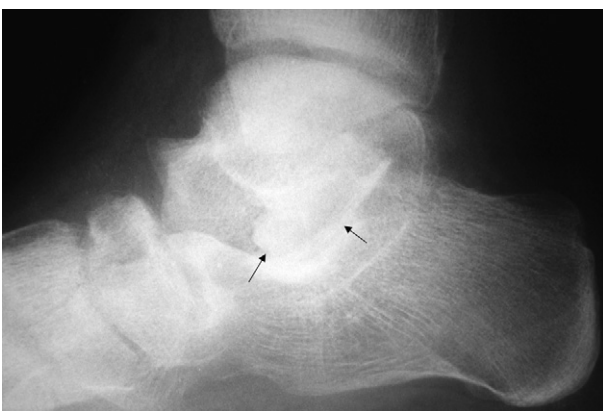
Radiographie de profil du pied gauche. Deux flèches indiquent le greffon osseux impacté dans le sinus du tarse.
